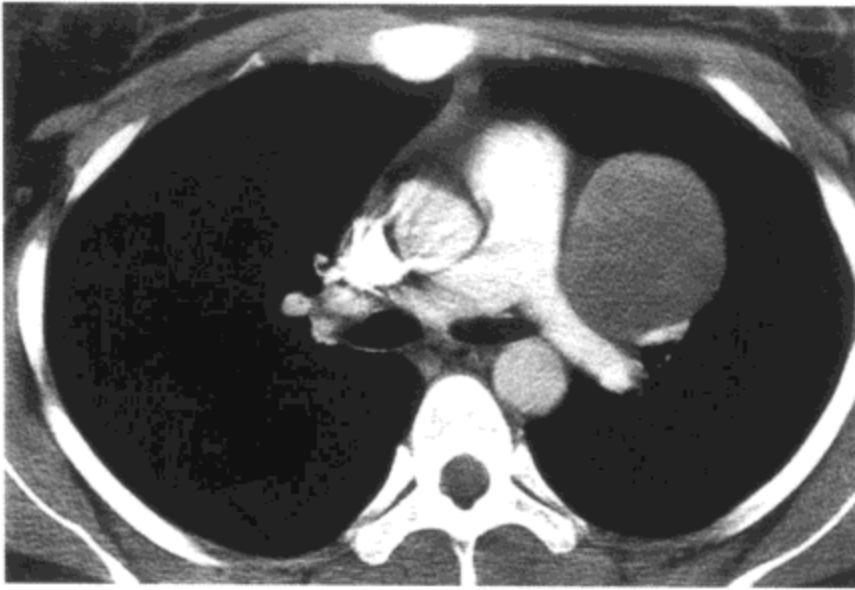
肺叶外肺隔离症。主支气管水平对比剂增强CT影像(7mm层厚)示一直径5cm的均质囊性肿块,与肺动脉主干及左主支气管相邻。切除标本显示囊壁内有肺实质,符合肺叶外肺隔离症。病人为20岁妇女。
